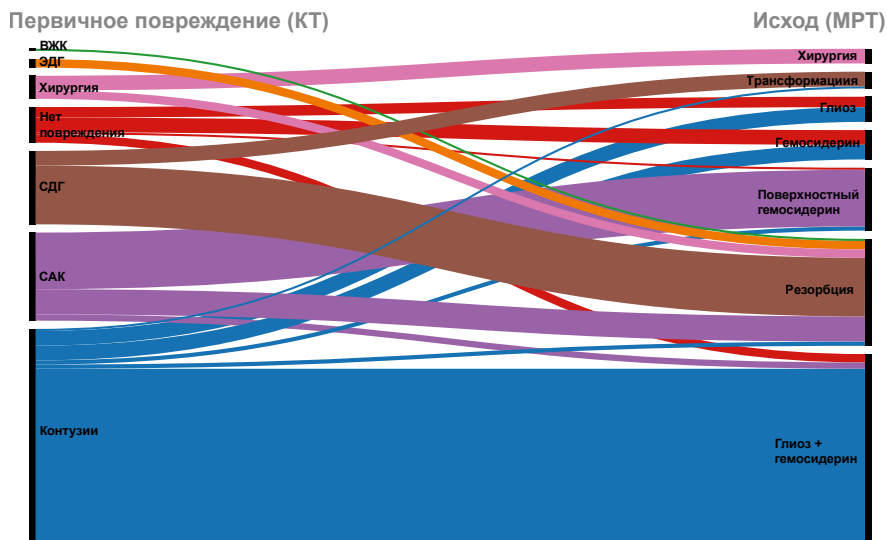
Типы первичных поражений (КТ, слева) и их исходы на МРТ (справа). $n = 212$ поражений, выявленные у 66 пациентов
